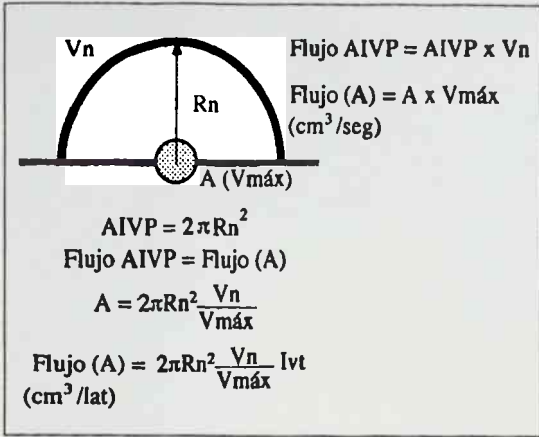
Aplicación del método del AIVP en la insuficiencia mitral. A: área del orificio de regurgitación, V_n : velocidad del límite de Nyquist, R_n : distancia entre la inversión del color y el orificio de regurgitación, $V_{máx}$: velocidad máxima del flujo de regurgitación determinada por Doppler continuo, Ivt: integral velocidad-tiempo del flujo de insuficiencia mitral obtenida por Doppler continuo.
